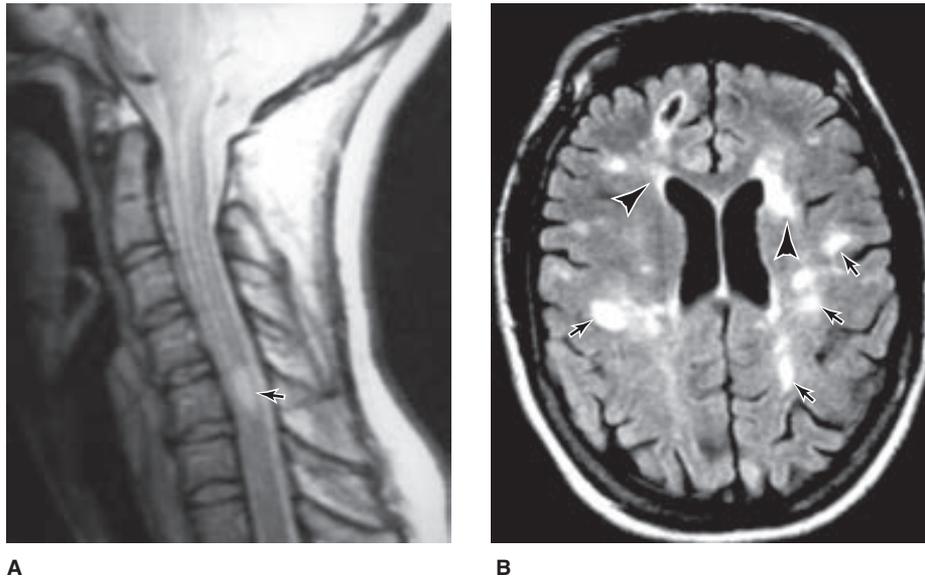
A: IRM sagital media potenciada en T2 de la médula espinal cervical de una mujer joven con esclerosis múltiple. Se observa una región anormal de alta intensidad de señal (flecha). (Cortesía de RA Heyman.) B: IRM axial potenciada en T2 de un paciente con esclerosis múltiple donde se muestran diversas placas de materia blanca primordialmente punteadas (flechas); observe la localización típica en la región periventricular (puntas de flecha). (Cortesía de RA Heyman.)
